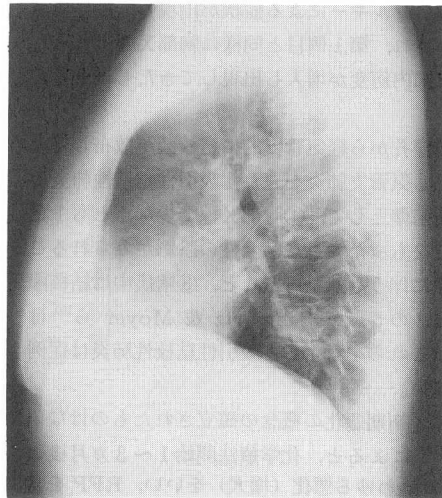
b 肺内陰影出現時の胸部X線側面像 (症例2)
